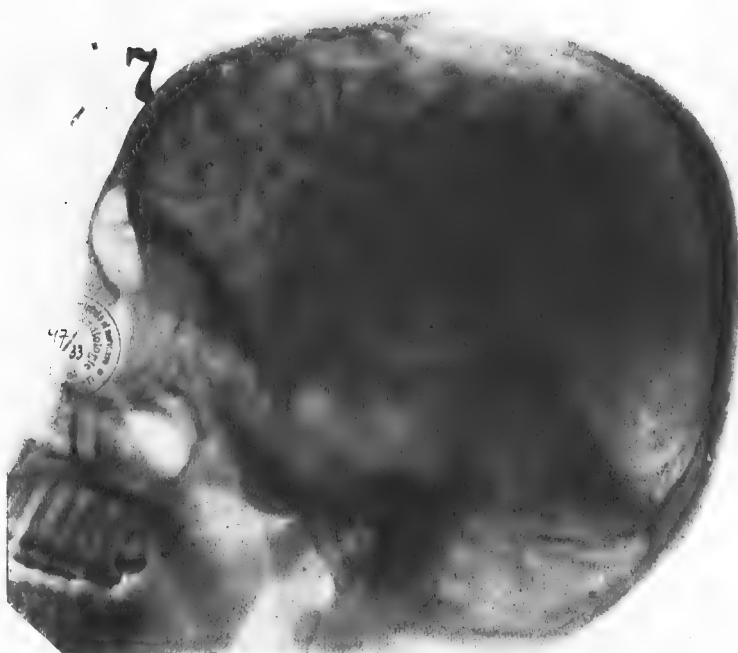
Radiographie du même crâne après l'injection du thorium colloïdal par ponction sous-occipitale (Liquidographie céphalo-rachidienne).
